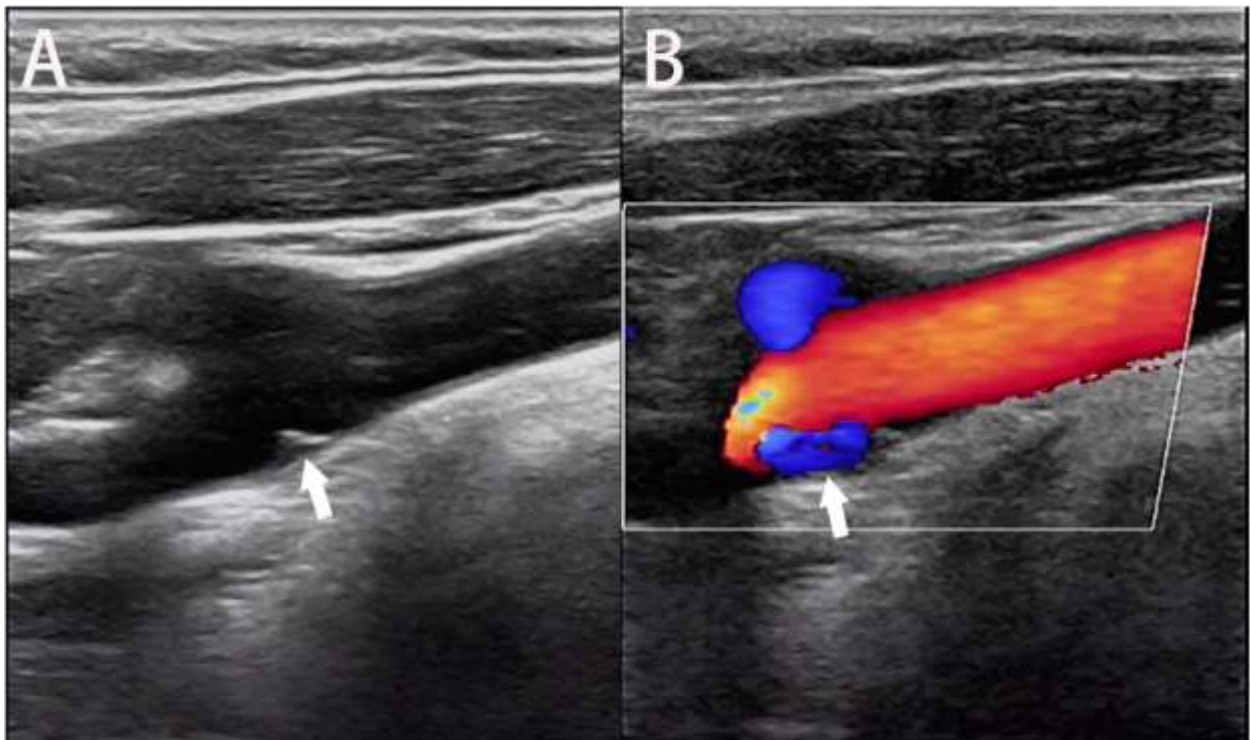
Images échographiques objectivant la présence d'un web carotidien sous forme d'une petite bande hyperéchogène (A) avec turbulences hémodynamiques au niveau de l'angle entre le web et la paroi vasculaire (B) faite au service de radiologie.
